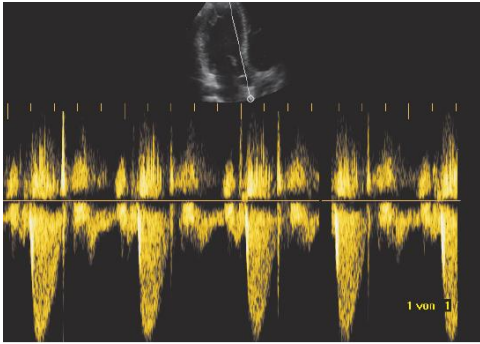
Doppler continuo en el tracto de salida del VI (Boehmeke & Doliva, 2006).
